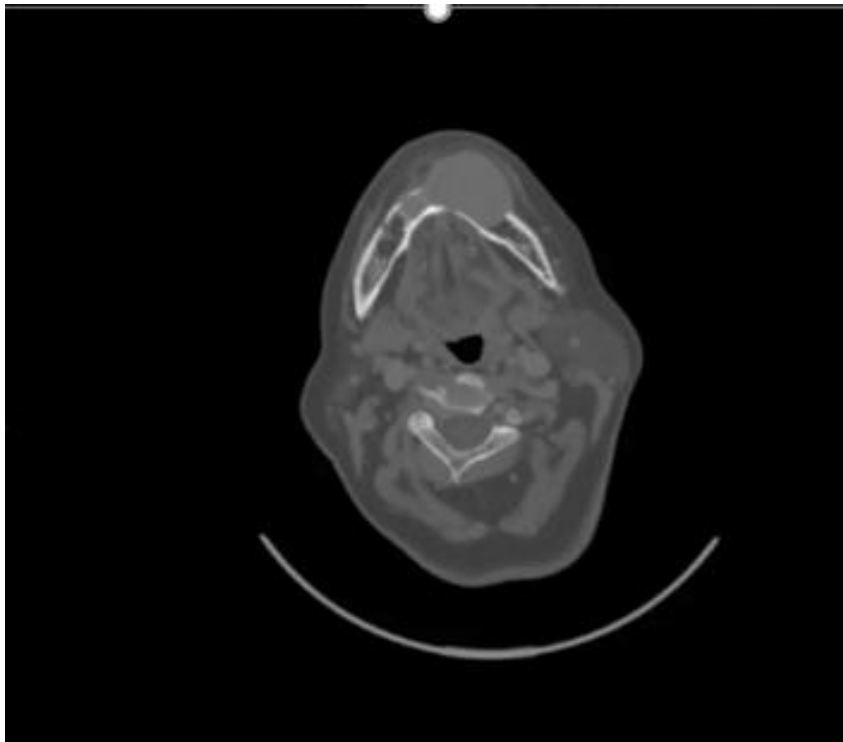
Tomografía simple de macizo facial, corte axial, donde se observa una zona hipodensa a hueso de lado izquierdo mandibular (2021)
